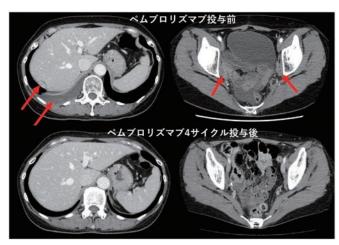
症例3のペムブロリズマブ投与前後のCT比較 ペムブロリズマブを4サイクル投与したところ, 肝表の播種や胸水 は消失し, 骨盤リンパ節の縮小をみとめた。
